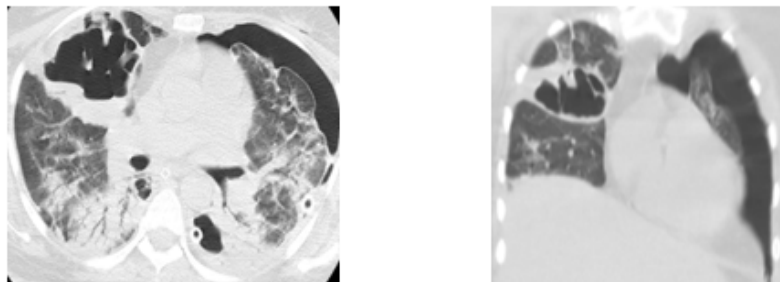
Paciente II Masculino 65 año, TAC a las 3 semanas aproximadamente; infiltrado en vidrio esmerilado bilateral con imagen cavitada en LSD con nivel hidroaereo de 82 x 42 mm y una imagen de 27 mm en LSI.
